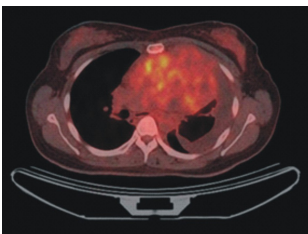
Fusion whole body FDG-PET shows an anterior mediastinal huge mass with heterogeneous hypermetabolic activity (maxSUV=4.9) accompanied with minimal hypermetabolic pleural effusion (max SUV=1.2).
